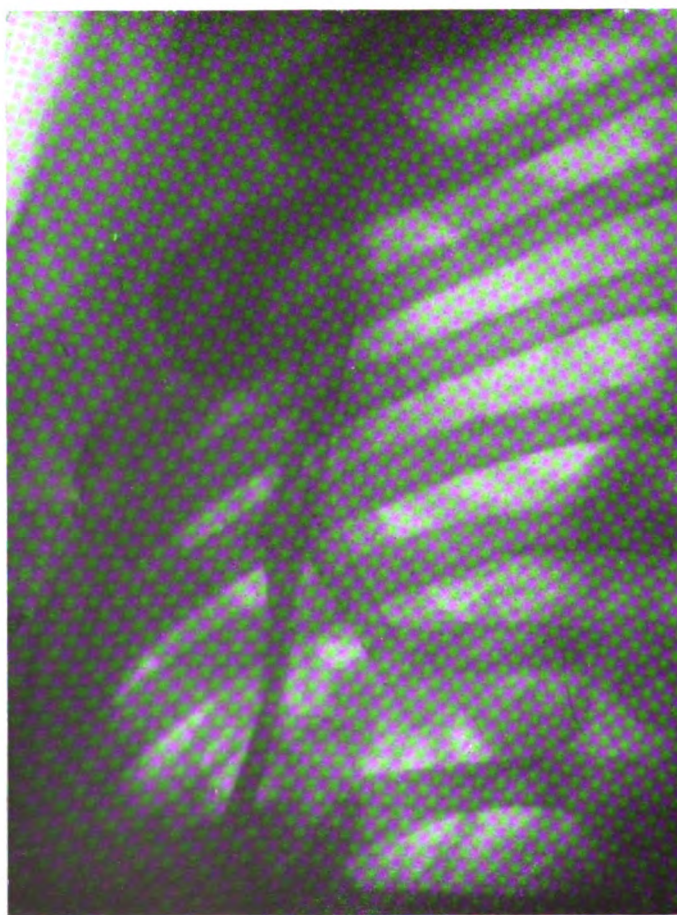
Image radiographique du drain intra-thoracique.
